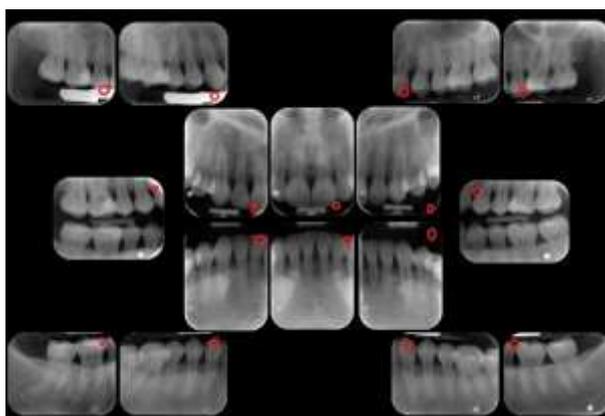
Toma de juego radiográfico de 16 Placas periapicales.
